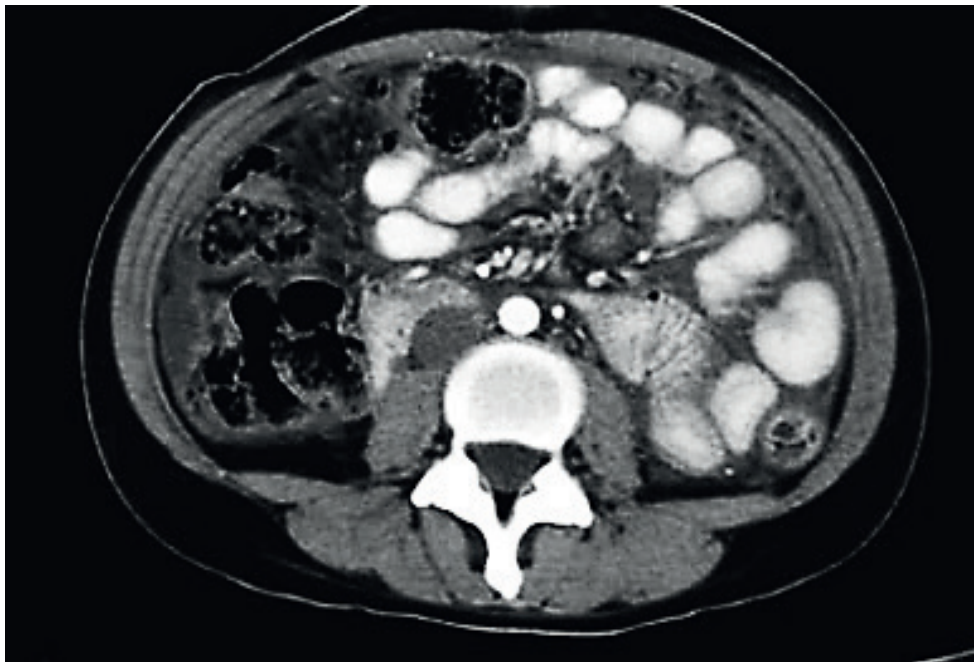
Tomografía Computarizada de abdomen
